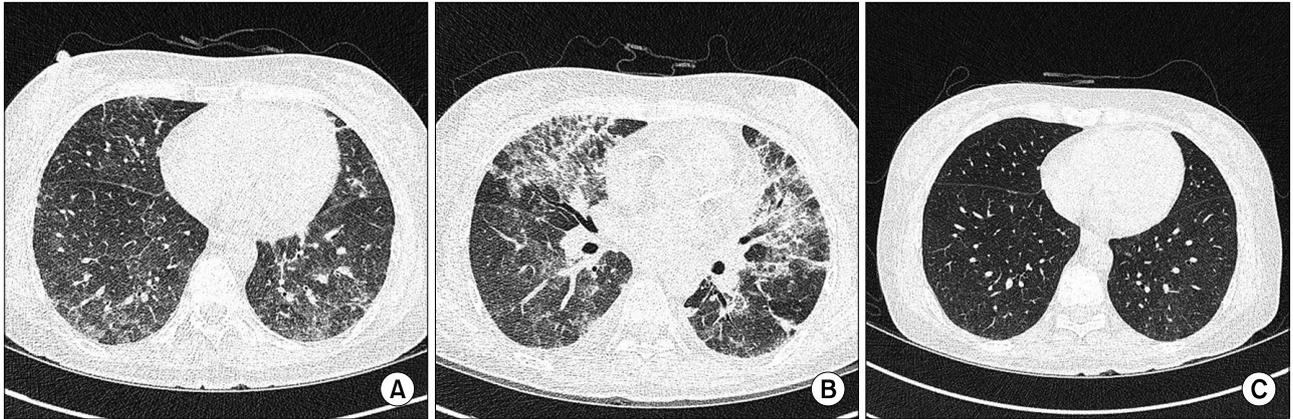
(A) High resolution computed tomography (HRCT) on admission shows diffuse ground glass opacity (GGO) of lower lung predominance. (B) After 8 days, HRCT shows more aggravated lesions. (C) HRCT on day 21 shows a dramatic regression of the GGO after treatment.
